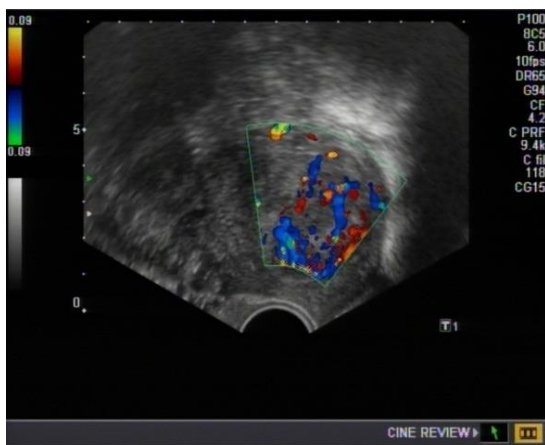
Dopplersonographie vor dem 2. operativen Eingriff: Starke zentrale und periphere Vaskularisation eines zellreichen Leiomyoms
